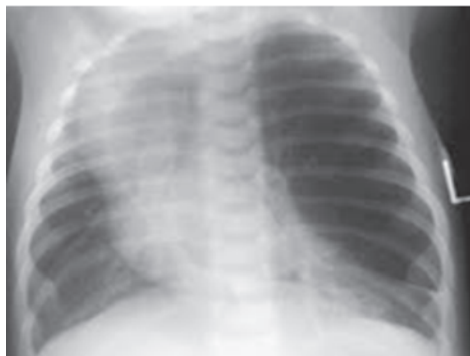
Radiografía de tórax anteroposterior. Enfisema lobar congénito. Hiperinsuflación del lóbulo superior izquierdo con desviación de mediastino hacia la derecha y compresión del pulmón derecho.
